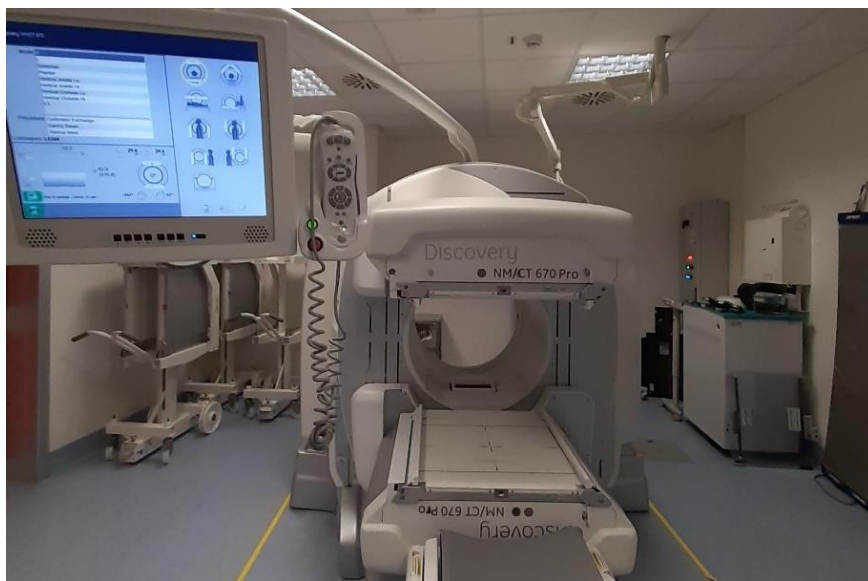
Tomografo ibrido SPECT/CT
